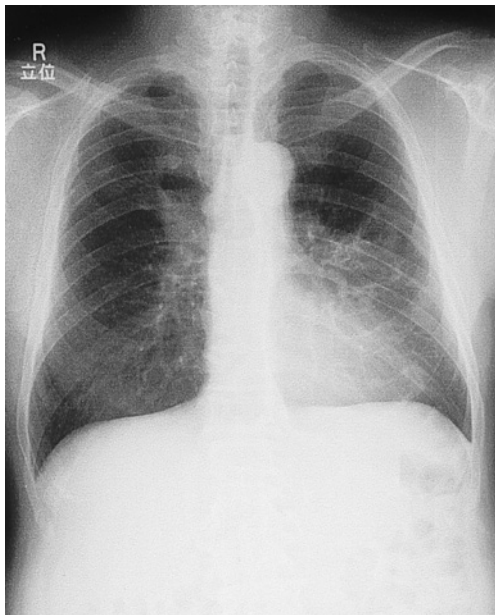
Chest X-ray film shows a mass 37 mm of diameter in the right upper lobe, with right hilar lymphadenopathy.
